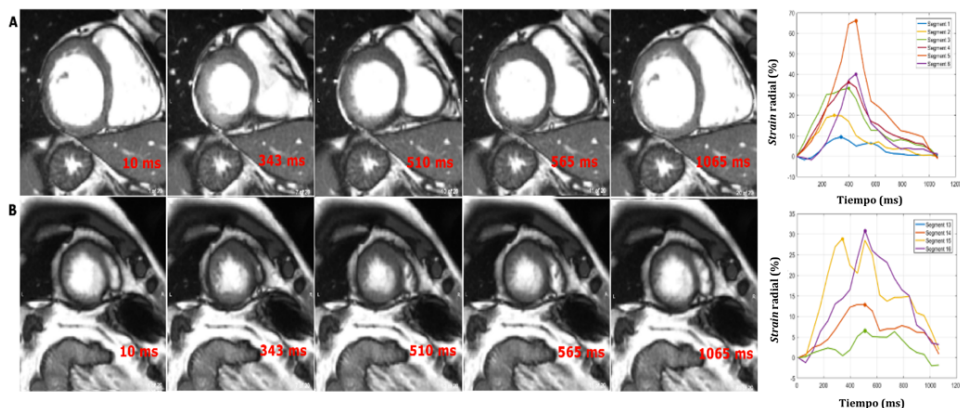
Imágenes de RM cardiaca en un paciente con contracción apical retrasada desde telediástole. Segmentos basales (A) y apicales (B).
